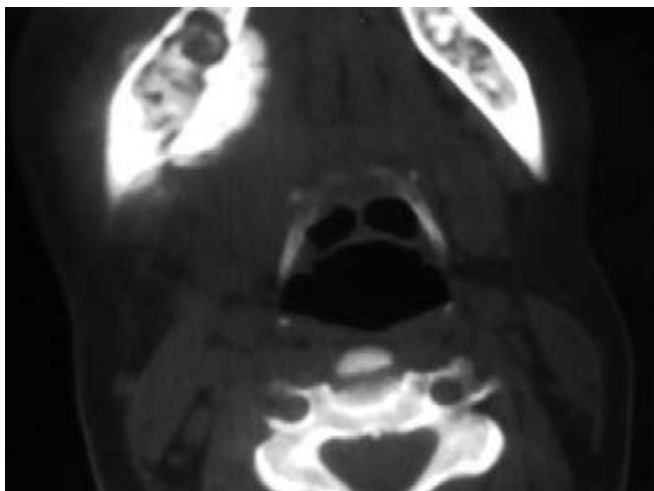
Masa de la figura 2 con reacción perióstica (tomografía computada de cuello en cortes axiales con técnica ósea).
